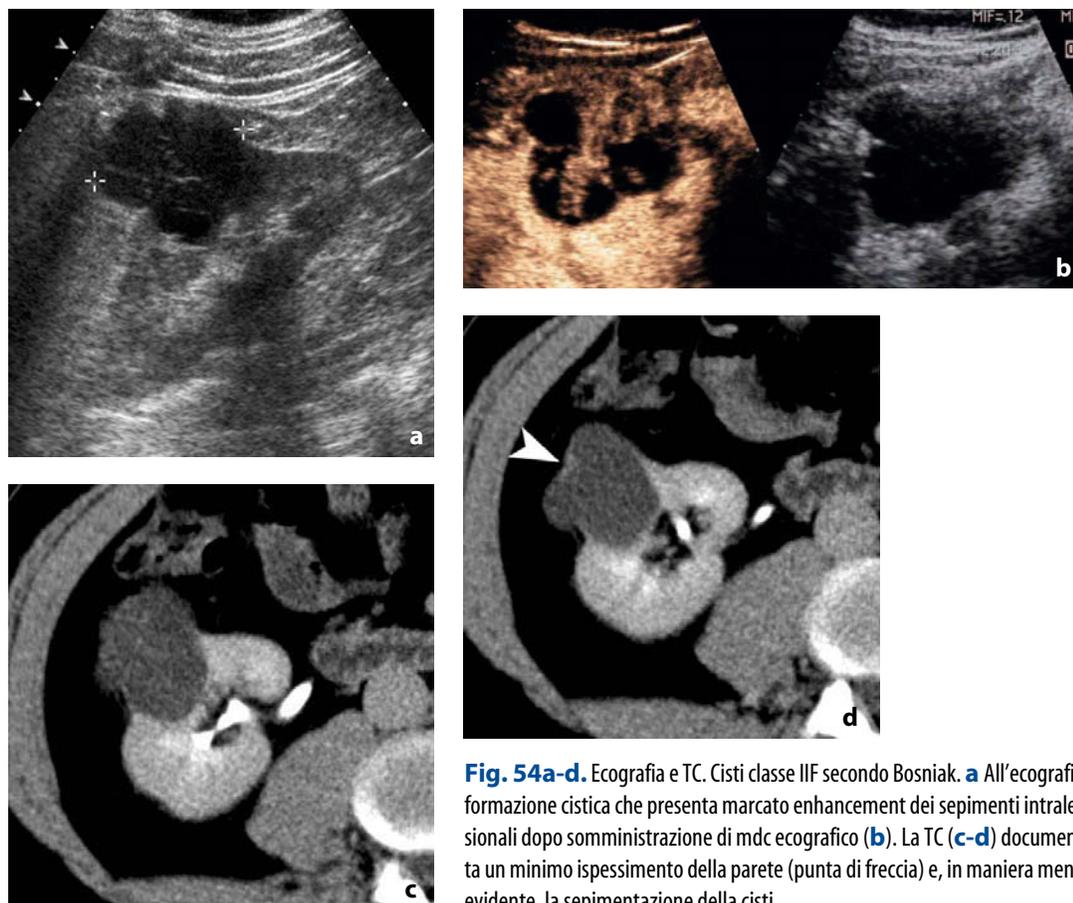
Ecografia e TC. Cisti classe IIF secondo Bosniak. a All'ecografia formazione cistica che presenta marcato enhancement dei seppimenti intralezionali dopo somministrazione di mdc ecografico (b). La TC (c-d) documenta un minimo ispessimento della parete (punta di freccia) e, in maniera meno evidente, la seppimentazione della cisti
